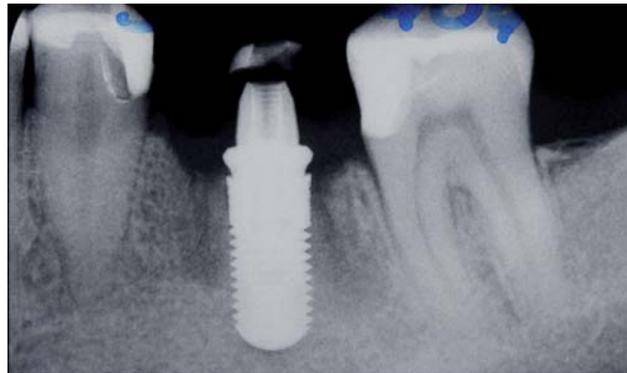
Röntgenkontrolle nach Implantation.
